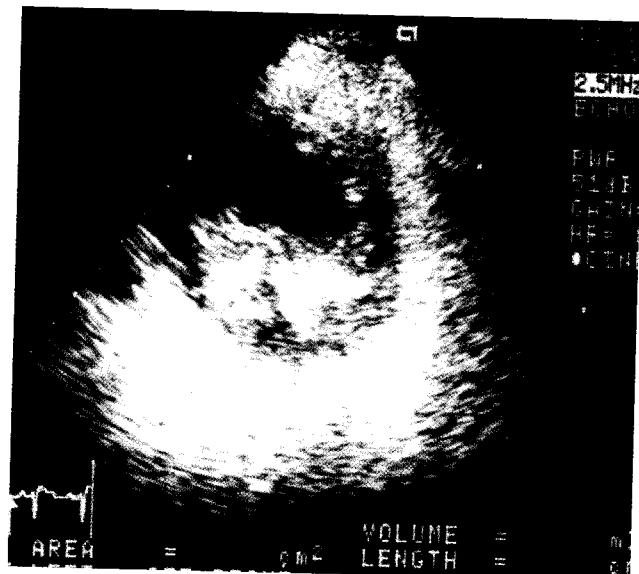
Preoperative 2D echocardiogram shows dense echogenic mass in the left ventricle posterior wall
